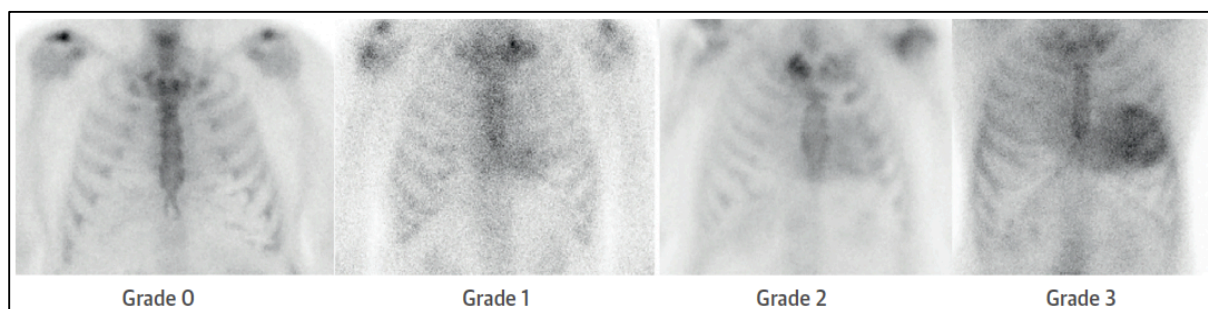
Se presentan los 4 grados del score de Perugini, utilizado para interpretar una gammagrafía realizada con un derivado fosfato marcado (en este caso ^{99m}TC -Pirofosfato). Ausencia de captación miocárdica (grado 0) y captación miocárdica menor (grado 1), igual (grado 2) o mayor (grado 3) que la observada en la costilla adyacente. Tomado de Dorbala S, et al. *JACC Cardiovasc Imaging*. 2019. doi: 10.1016/j.jcmg.2019.07.015.
